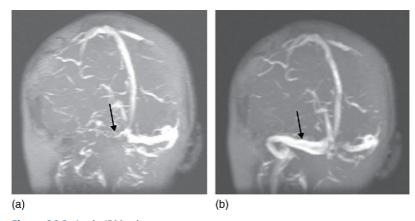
Angio-IRM veineuse. a. Thrombose veineuse du sinus latéral droit (flèches). b. IRM de contrôle montrant une recanalisation complète.
